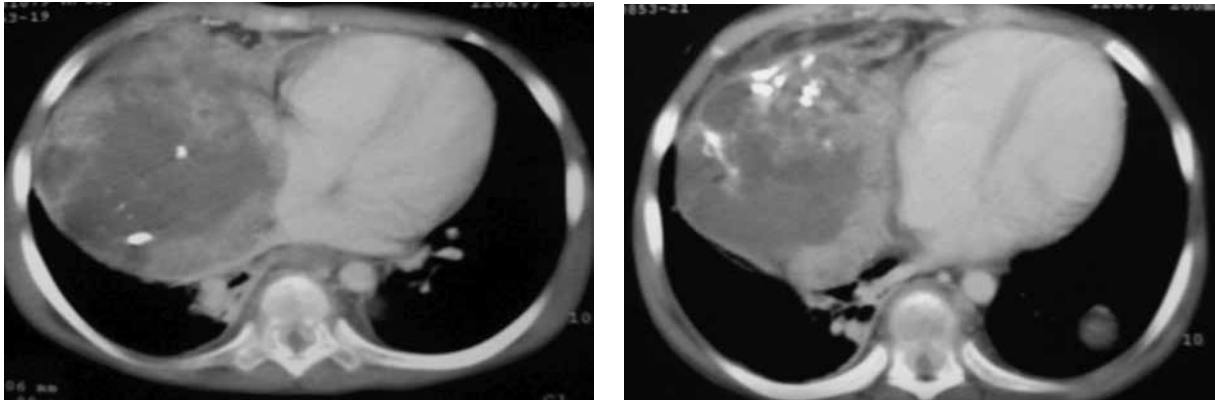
Tomografía axial computarizada de tórax. Ventana mediastinal
